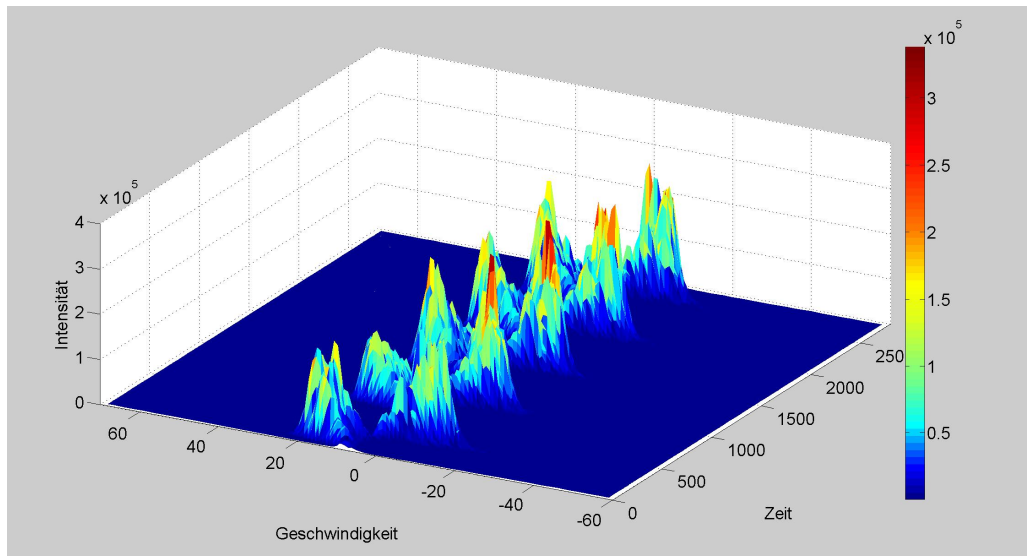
Darstellung der gemessenen Dopplerintensitäten je Flussvolumen über die Zeit.
